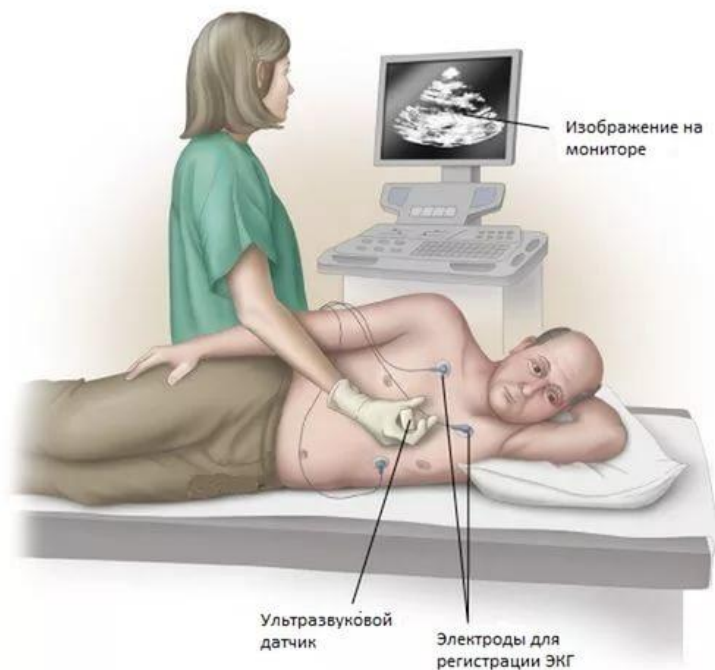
Проведение Эхокардиографии
